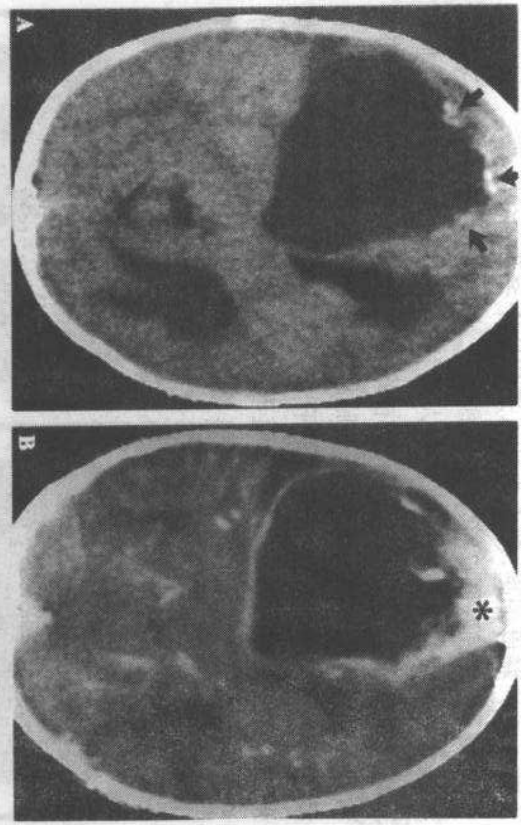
原发性神经外胚层肿瘤。CT平扫(A)和增强扫描(B),平扫显示肿瘤为一囊性(低密度)肿块,前壁有钙化(箭头)。增强扫描肿瘤前部呈厚壁增强(*)而清楚可见,囊的其他部位有增强的肿瘤包绕,肿瘤的占位效应引起左侧脑室在Monro's孔水平的阻塞。小脑幕和外侧裂的血管增强,呈线状或点状,属正常表现
